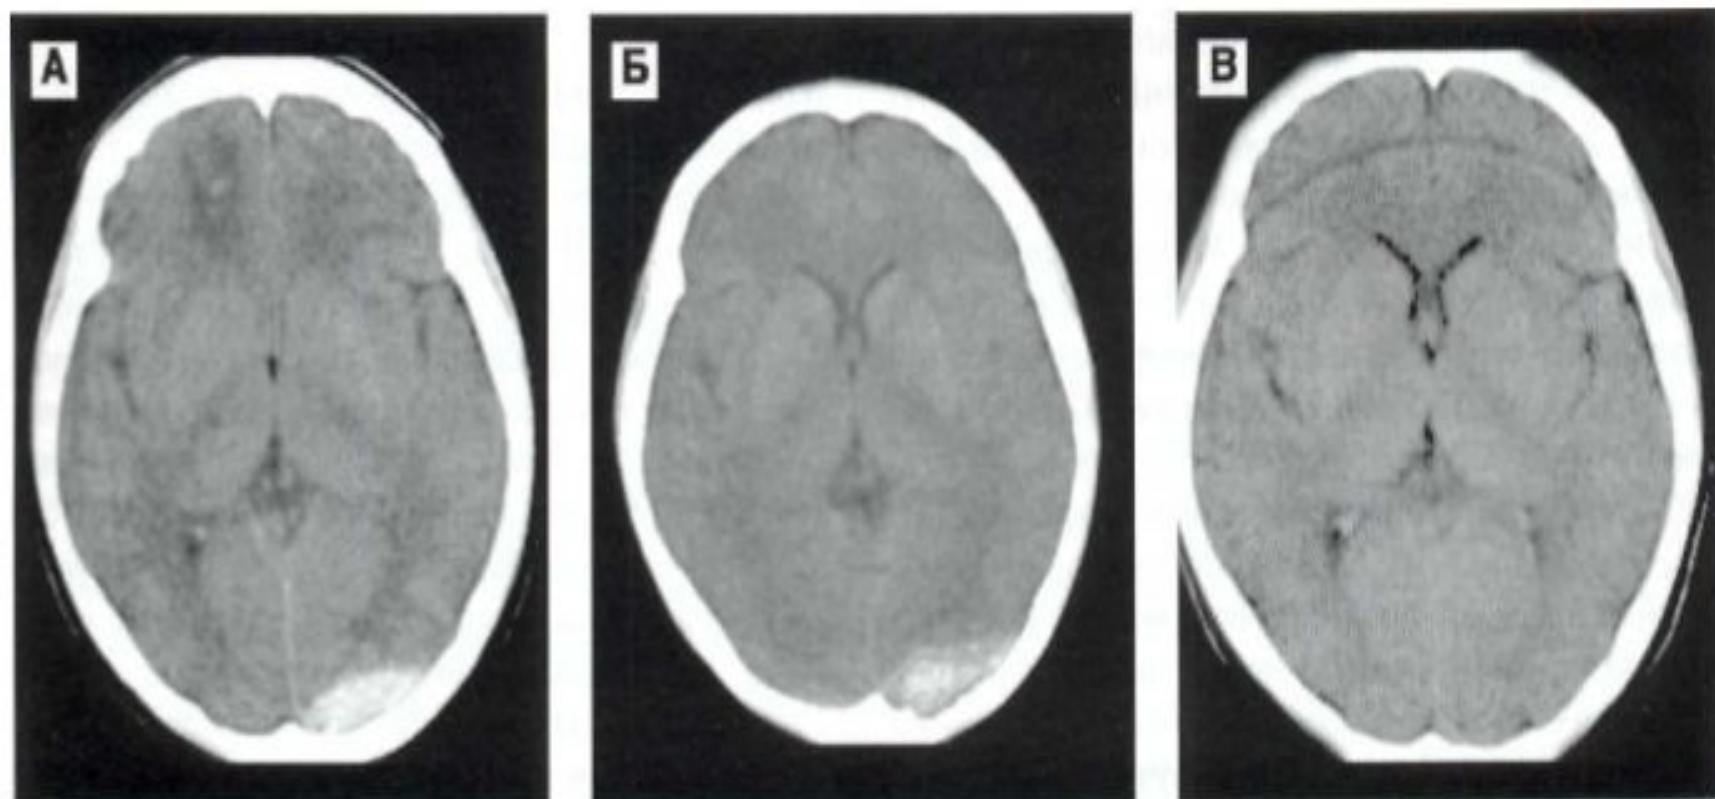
5. КТ динамика острой эпидуральной гематомы полюса затылочной доли слева у пострадавшей 28 лет (консервативное лечение). А — при поступлении. Небольшая эпидуральная гематома в полюсе затылочной доли слева. Отечные и мелкие геморрагические очаги ушиба по механизму противоудара в лобных долях, больше справа. Очажок ушиба под гематомой. Сдавление передних рогов боковых желудочков. Б — спустя 6 сут. В — спустя 29 сут. Резорбция эпидуральной гематомы с незначительным локальным расширением субарахноидальных щелей; полная резорбция очагов ушиба мозга. Клиническое выздоровление.
